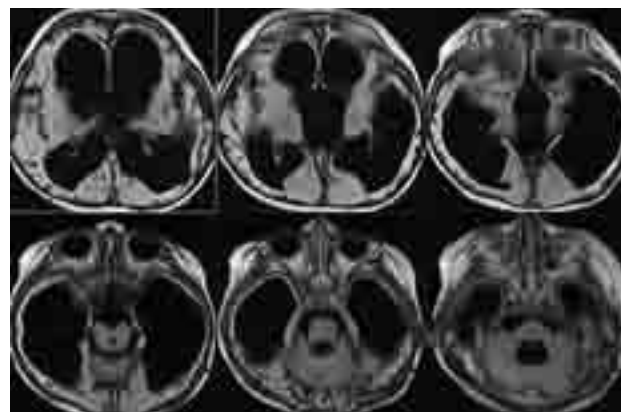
МРТ, серия аксиальных срезов. Через 8 месяцев после ликворошунтирующей операции. Выраженное расширение желудочковой системы мозга
